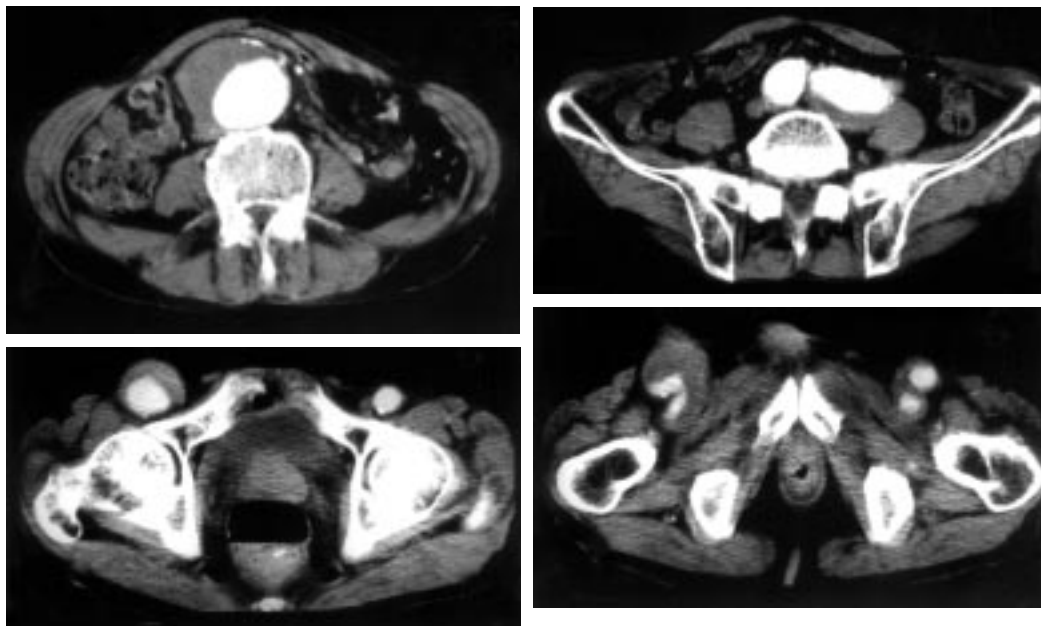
Preoperative abdominal CT
